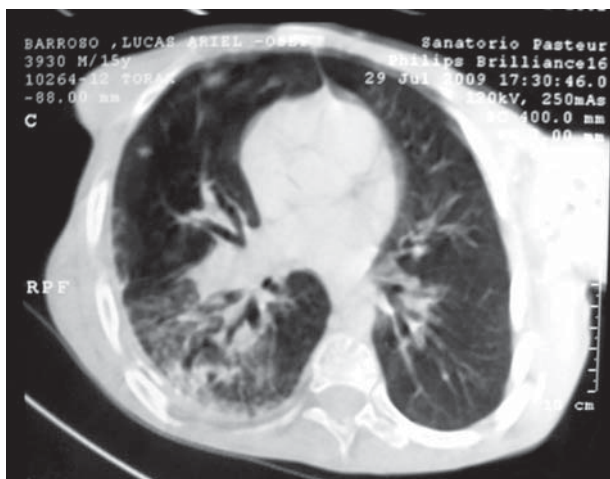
TAC Tórax - Corte transversal Broquioectasis en lóbulo inferior derecho.
